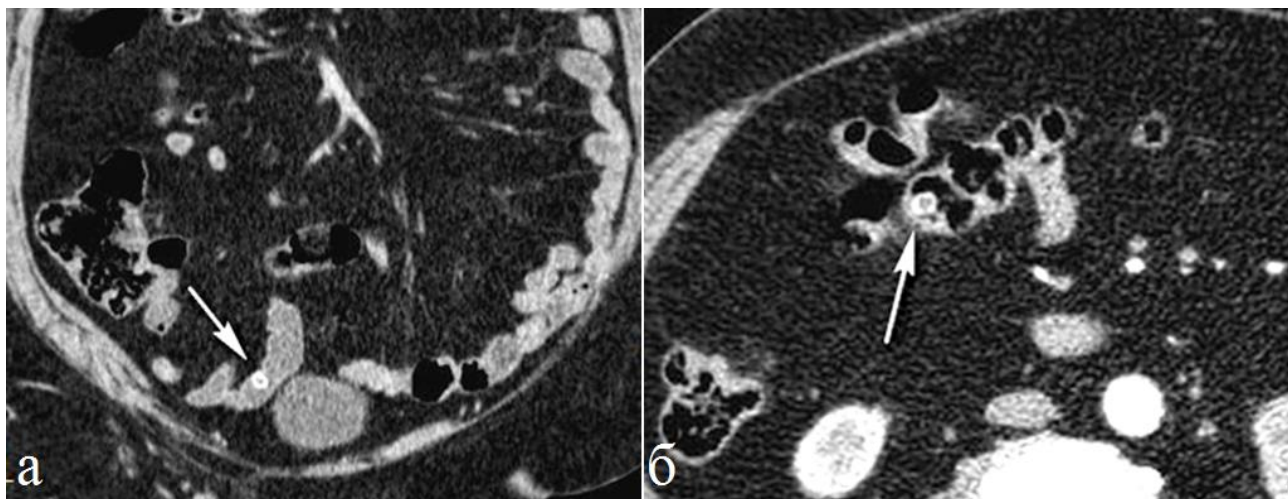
Пациент 67 лет. Полипы толстой кишки. Артериальная фаза контрастного усиления. На КТ в различных отделах толстой кишки обнаружены полипы, которые при КУ проявляются типичной картиной – это кольцевидные гиперденсивные структуры (стрелки).
